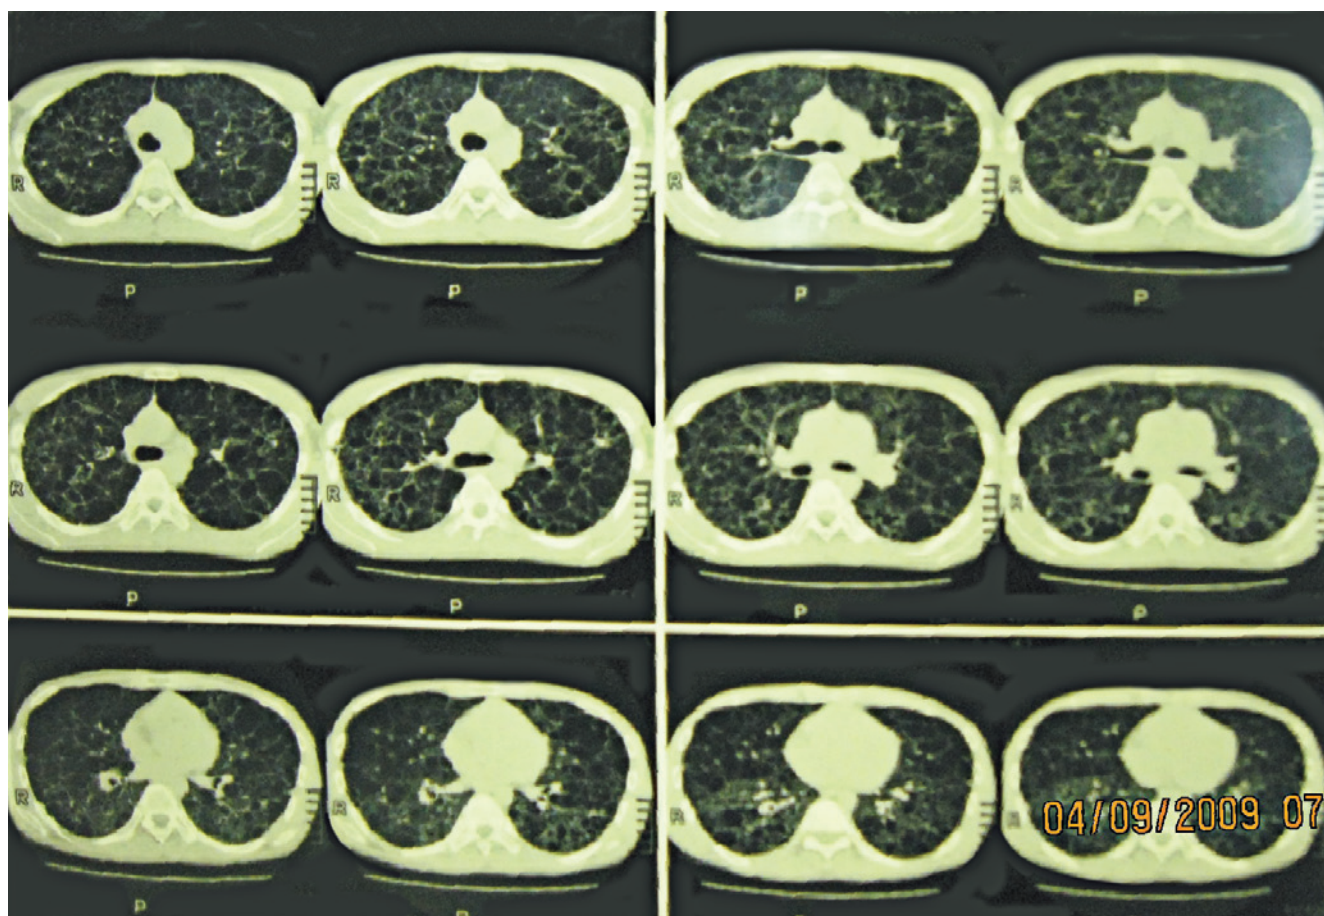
Фрагмент КТ легких пациента Д. (в динамике через 3 года)
